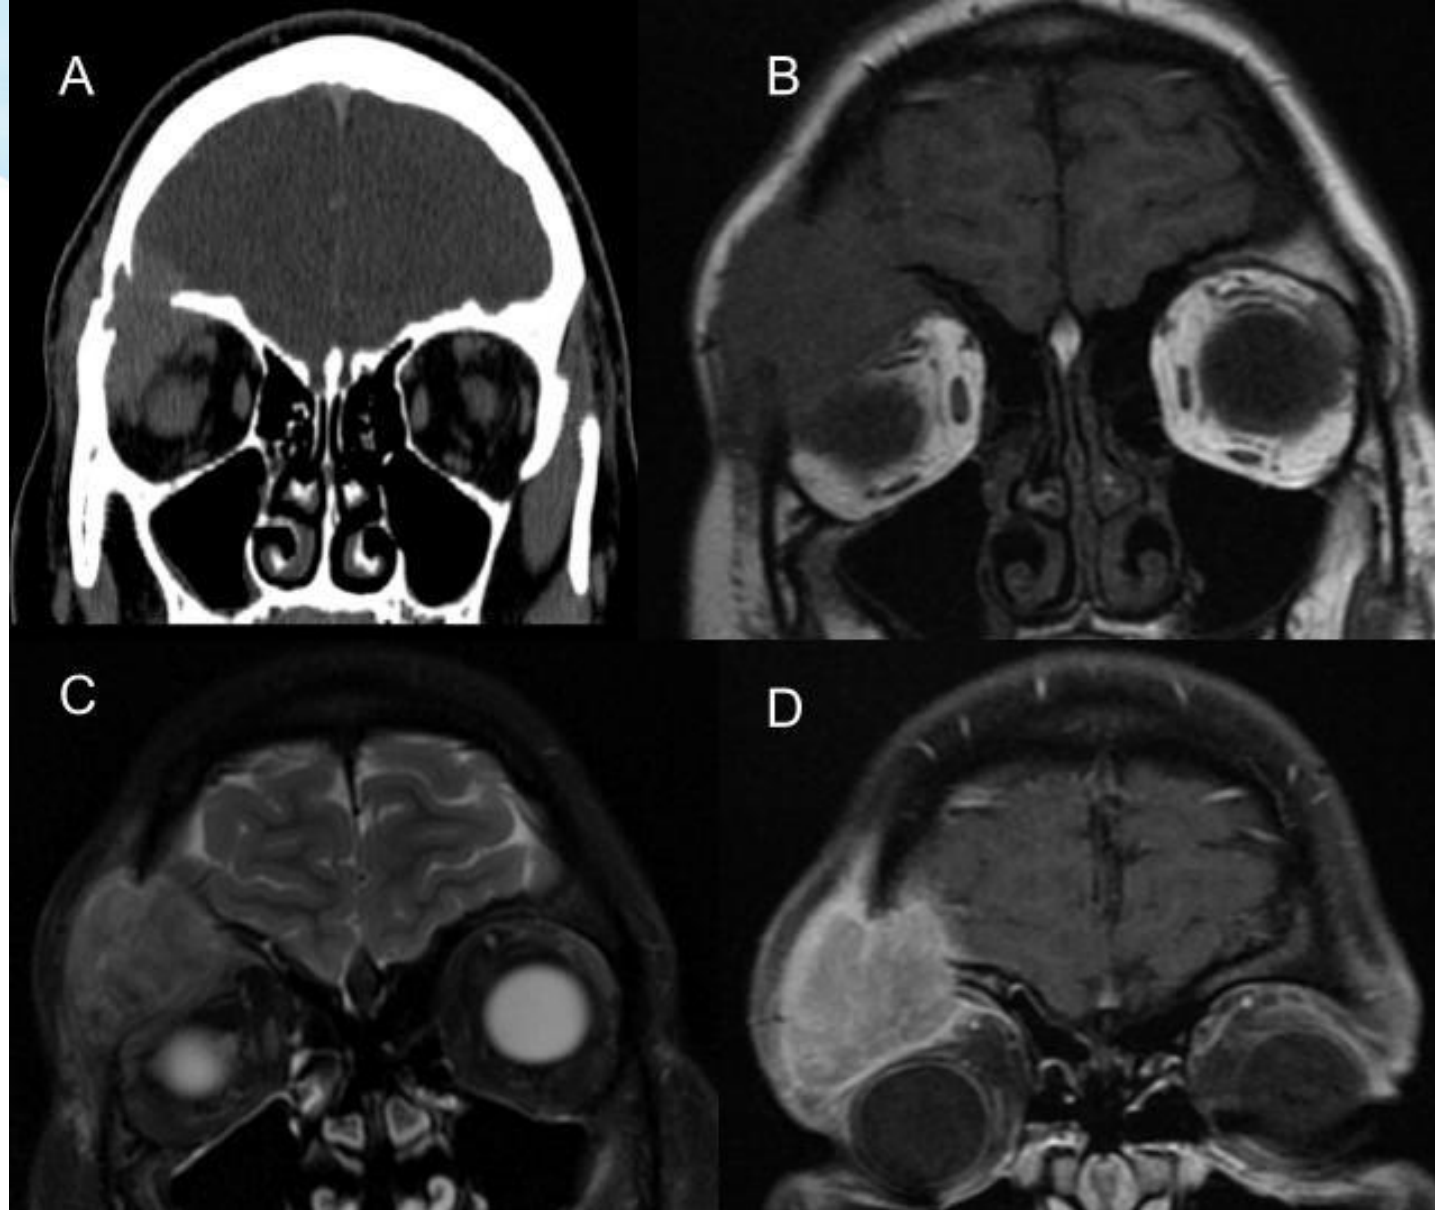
A) TC de cráneo en el que se observa una masa de partes blandas en el margen anterosuperior de la órbita derecha con destrucción ósea asociada. B y C) RM potenciada en T1 y T2 en las que la lesión se visualiza hipo e hiperintensa respectivamente. C) RM tras contraste iv con realce difuso de la lesión. La biopsia confirmó HCL.
